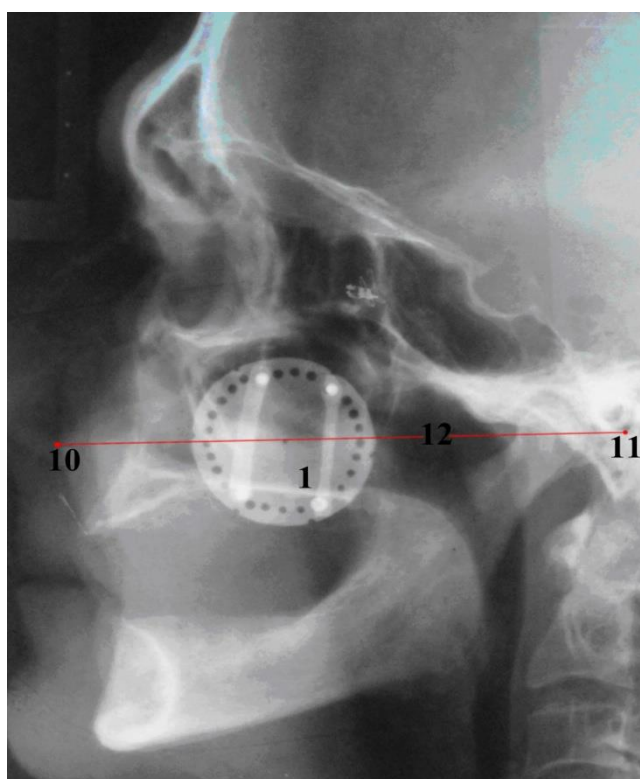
Боковая телерентгенограмма головы пациента С., 55 лет: 1- рентгеноконтрастная самоклеящаяся пластинка; 10- передняя носовая ость; 11- основание наружного слухового прохода; 12- камперовская горизонталь (линия)
